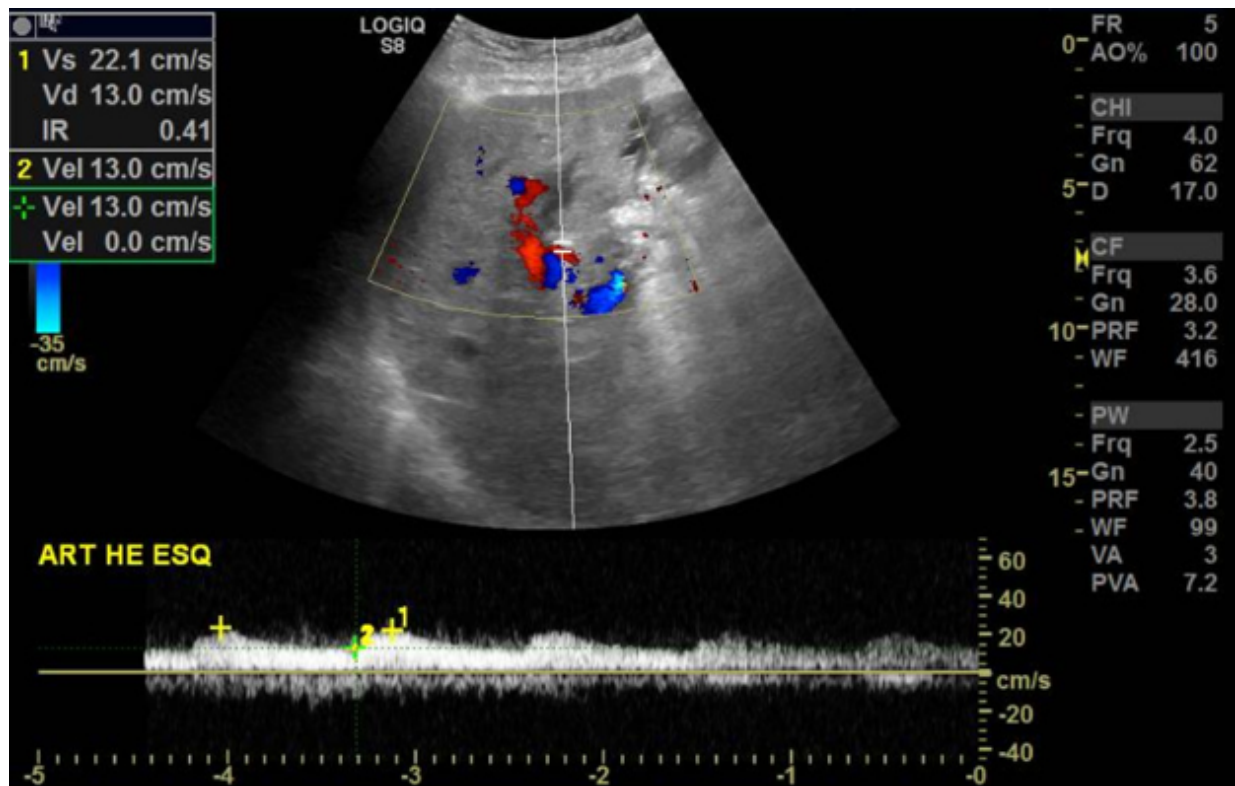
Doppler colorido e pulsado espectral da artéria hepática esquerda
